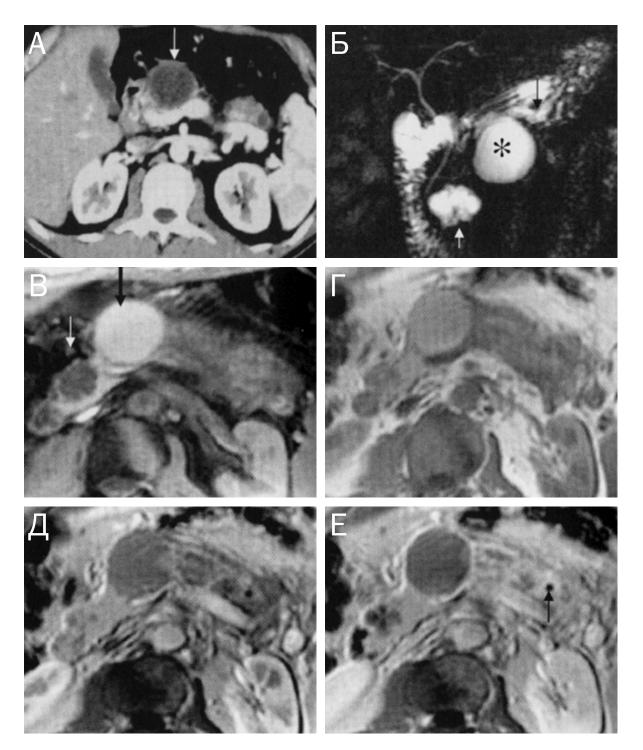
КТ, МРХПГ, динамическая MPT у пациента 34 лет с pancreas divisum и тяжелым XП (по J. E. Dominguez-Munoz, 2005 [4]):
